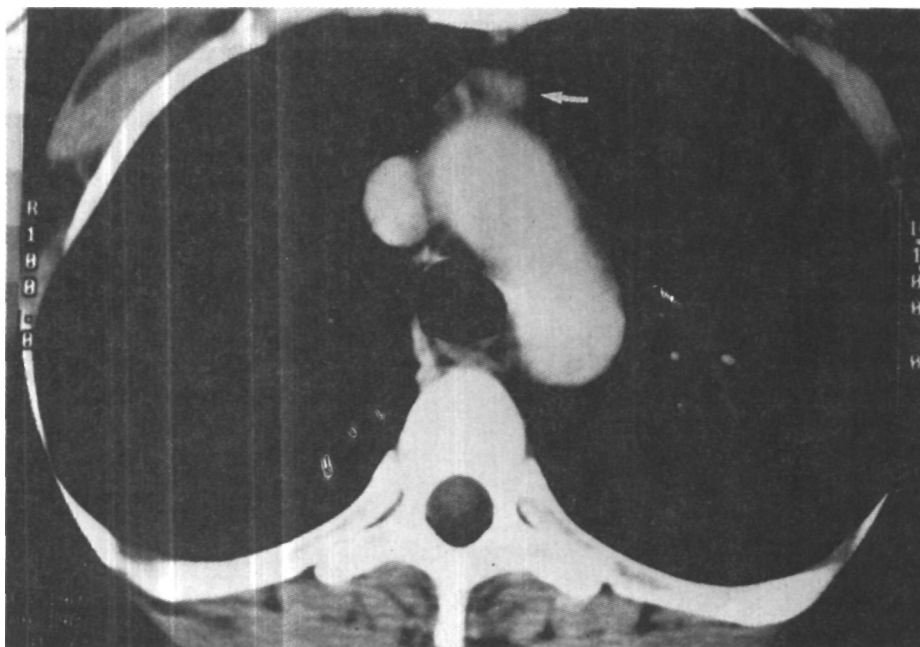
На компьютерной томограмме (срез через средостение) визуализируется инфильтративное образование, расположенное спереди от восходящей аорты. Это подтверждает результаты радиоизотопного сканирования и позволяет определить точное анатомическое расположение эктопической парашитовидной железы
